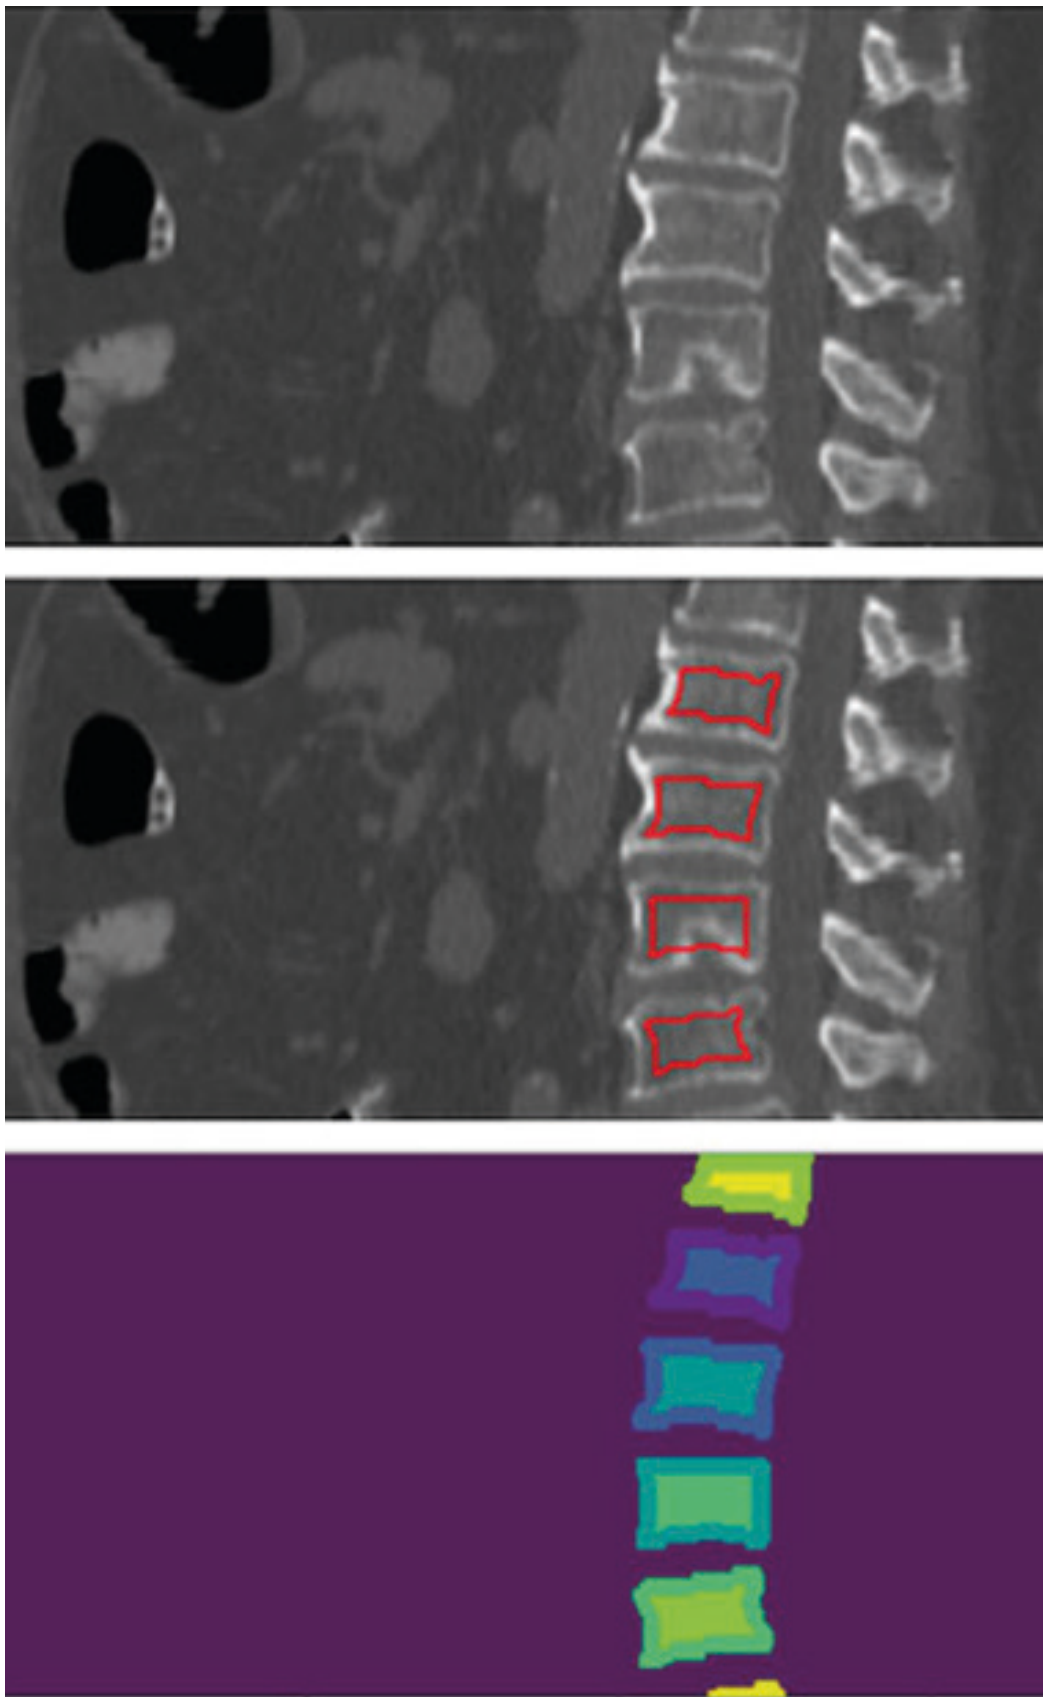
Ricostruzione sagittale automatica della scansione TC per l'identificazione dei corpi vertebrali e l'ulteriore delineazione dei compartimenti ossei corticale e midollare (Zebra Medical vision Ltd.).
